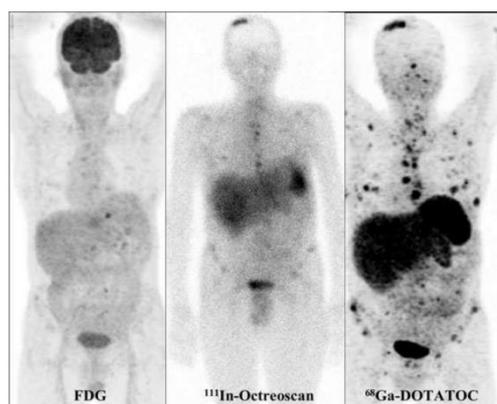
A la derecha imagen obtenida con ⁶⁸Ga- DOTATOC con PET/TAC, comparado con la imagen obtenida con SPECT ¹¹¹In-octreoscan y la imagen PET con ¹⁸F-FDG (izquierda)
